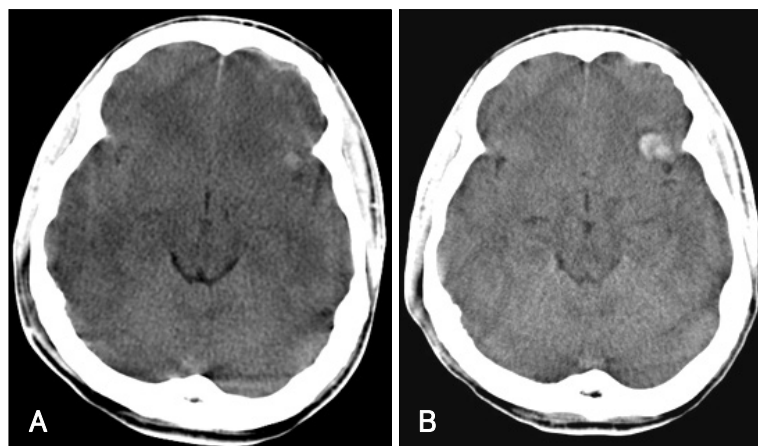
A 48-year-old man is admitted to our department after in-car collision accident. Initial computed tomography shows small contusion on the left sylvian and the frontal lobe. Prominent cisternal effacement is also noted on both sylvian fissures and basal cisterns (A). According to the designated schedule, follow-up brain CT is performed at 24 hours later and it shows minimally increased hemorrhage on the left sylvian area (B).
